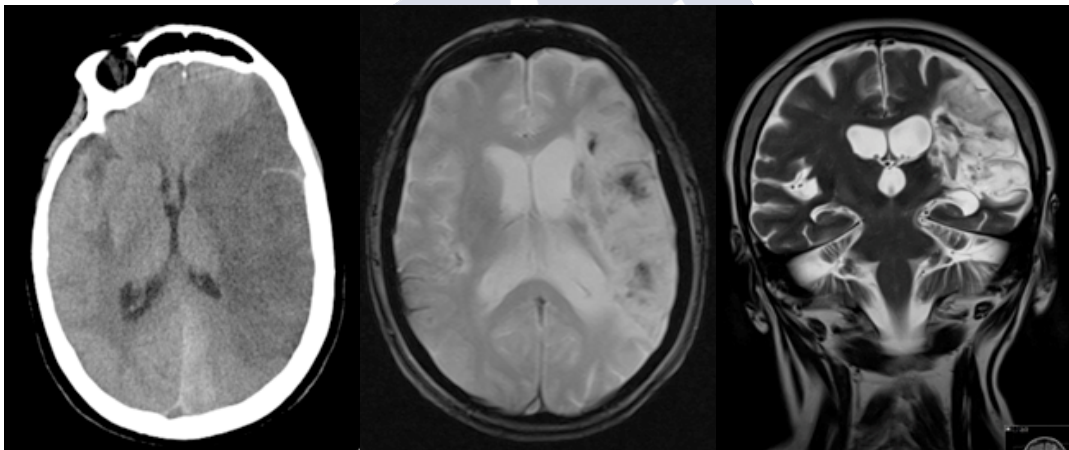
TC de 24 horas después ictus de ACM izquierda establecido
